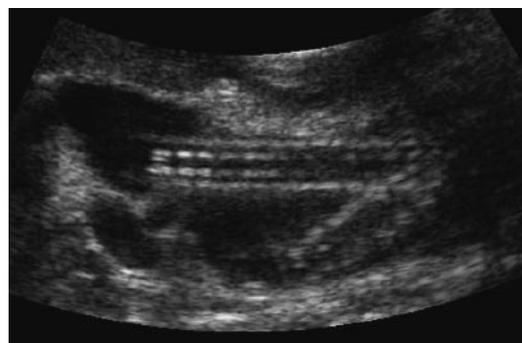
Изображение двух эндопротезов в просвете холедоха, нижний протез мигрировал, после чего был установлен второй (на иллюстрации верхний), просвет которого обтурирован неоднородным содержимым, вследствие чего нарушился отток желчи и расширился холедох: а – в режиме четырехмерной реконструкции УЗ-изображения; б – МРТ в режиме МРХПГ
